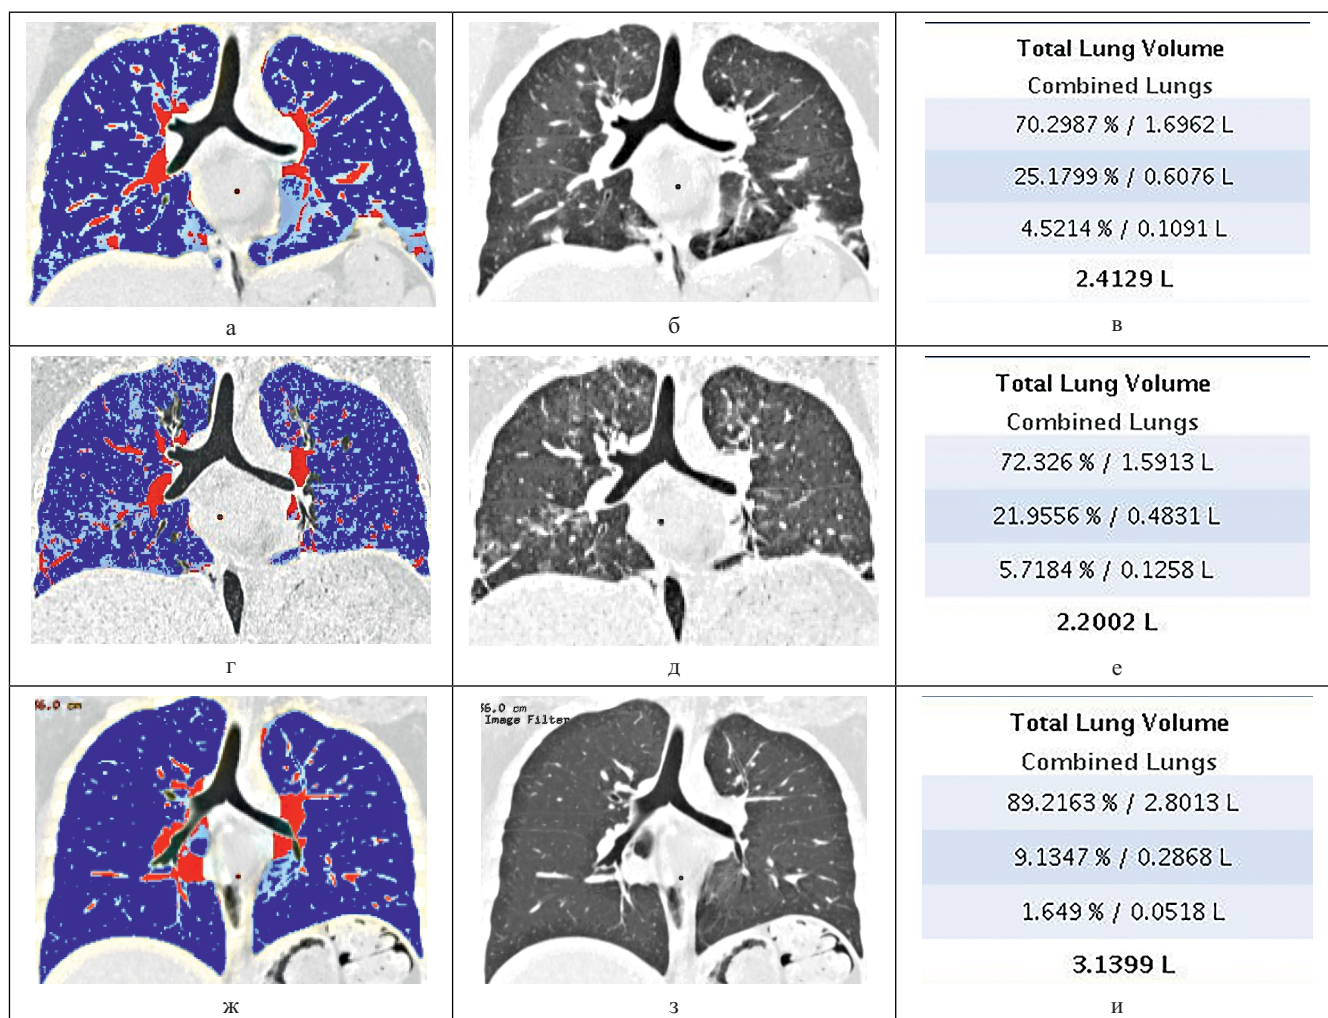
Компьютерные томограммы больной Ш. (пояснения в тексте)
